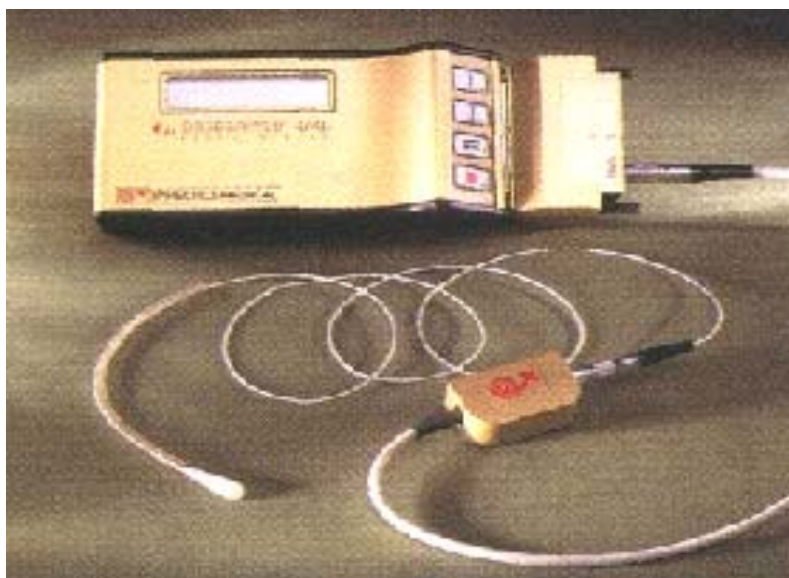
Портативный гамма-счетчик для амбулаторной сцинтиграфии фирмы Medtronic FD (Швеция)
